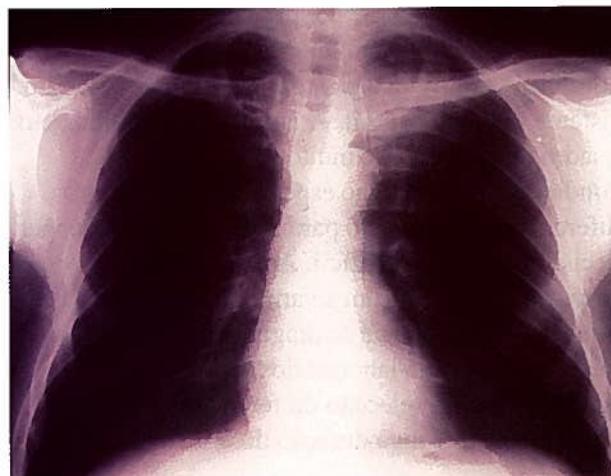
Radiografia pósterio-anterior do tórax
